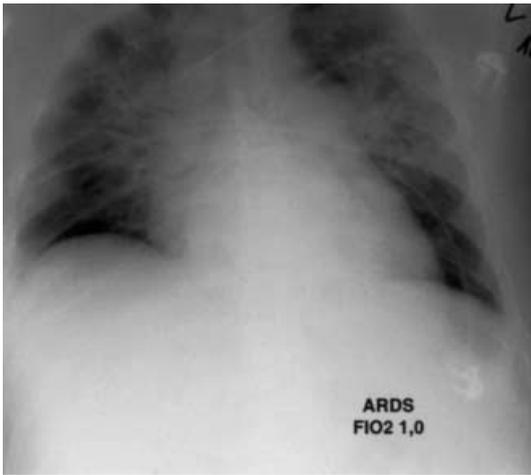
◀ Röntgenbild der Lunge zum Zeitpunkt der Zuverlegung des Patienten. Manifestes ARDS unter kontrollierter Beatmung bei einem $F_{I}O_2$ von 1,0
